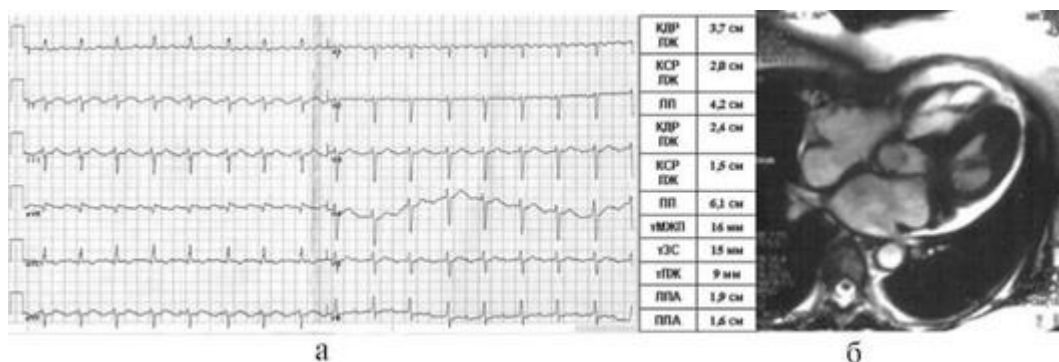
Результаты инструментального обследования больной К. с бивентрикулярной формой ГКМП и экссудативным перикардитом: а - ЭКГ, скорость записи 25 мм/с (трепетание предсердий с коэффициентом проведения 2:1); б - МРТ сердца (выраженная гипертрофия ЛЖ и ПЖ, жидкость в полости перикарда)
